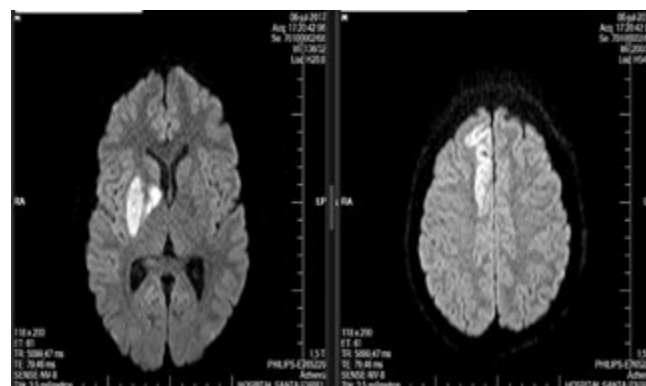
Imagens do exame de RNM de crânio. A imagem mostra alteração de sinal na sequência DWI em dois cortes, demonstrando restrição à difusão em territórios de artéria cerebral média (ACM) e artéria cerebral anterior (ACA) direitas.
